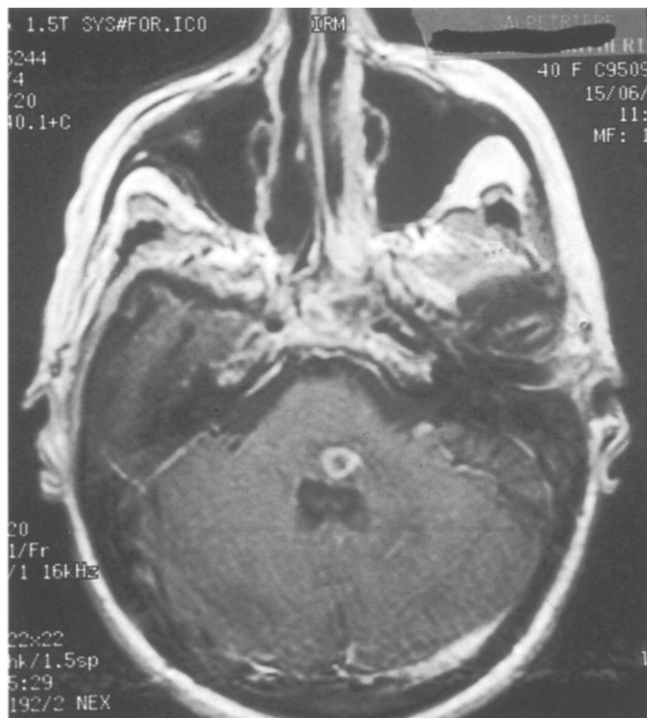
IRM en T1 : image d'abcès protubérantielle gauche, avec en arrière, le quatrième ventricule un peu comprimé. Rehaussement en couronne du signal avec un contour hypointense après injection de gadolinium
